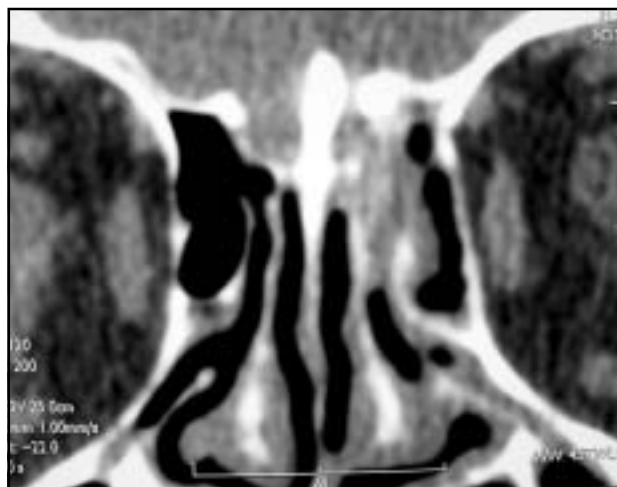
Corte coronal de cisterno-TAC que demuestra la inclinación de la apófisis crista galli y el defecto en la LLC.
